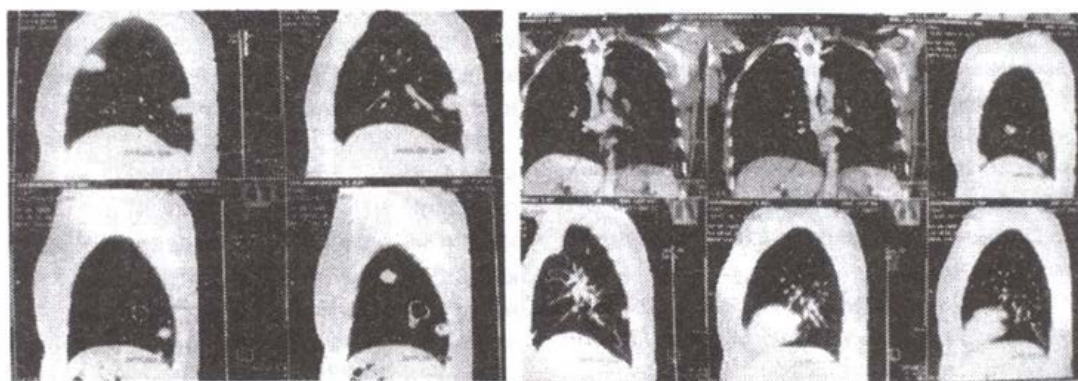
КТ грудного сегмента больной Ш., 37 лет, от 04.06.2009г. сохраняется в обеих долях легких полисегментарно преимущественно в нижних долях фокусные образования округлой формы, с четкими контурами.
